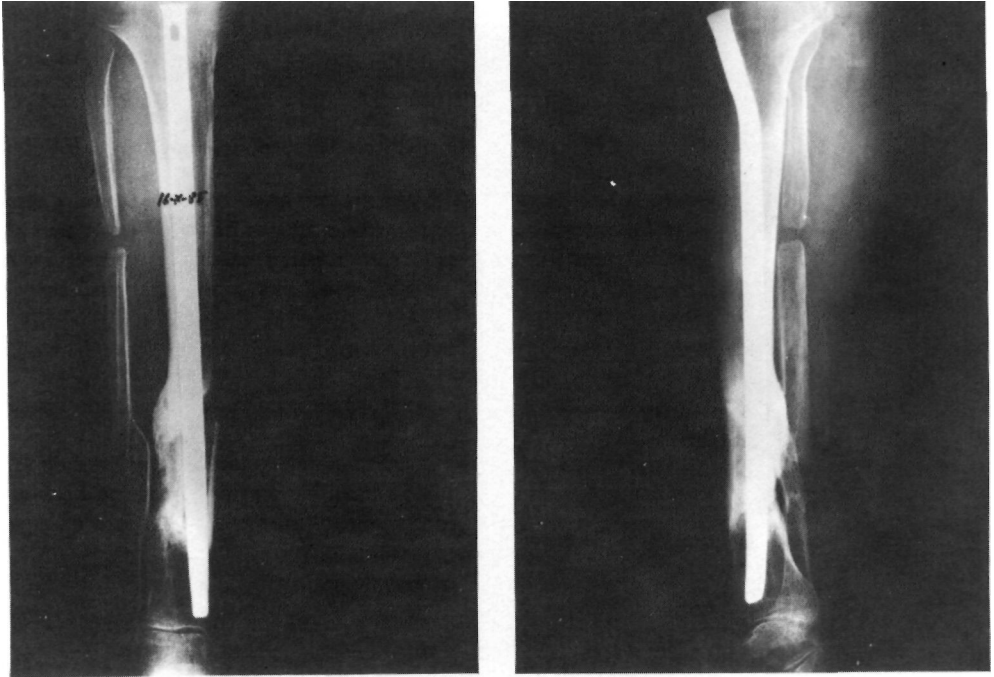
Radiografías anteroposterior y lateral después del enclavijamiento intramedular.
